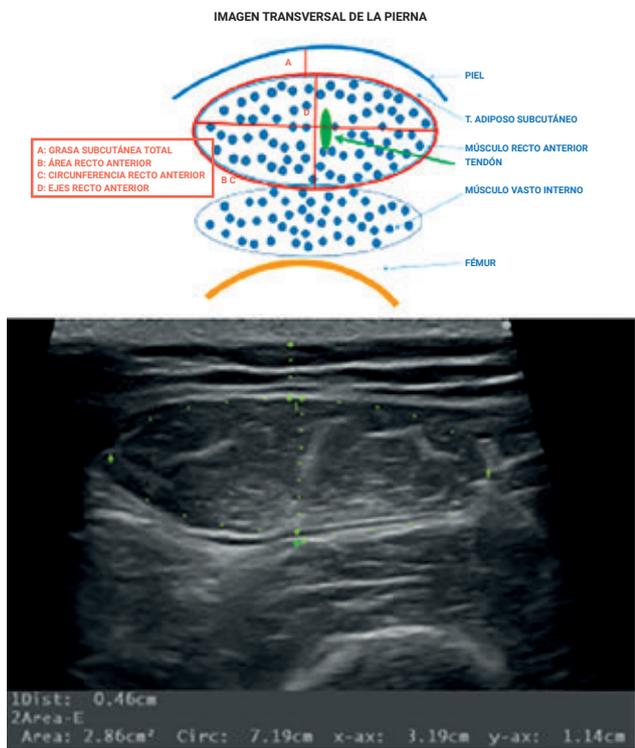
Ecografía muscular, técnica de evaluación. Ejemplo real.
